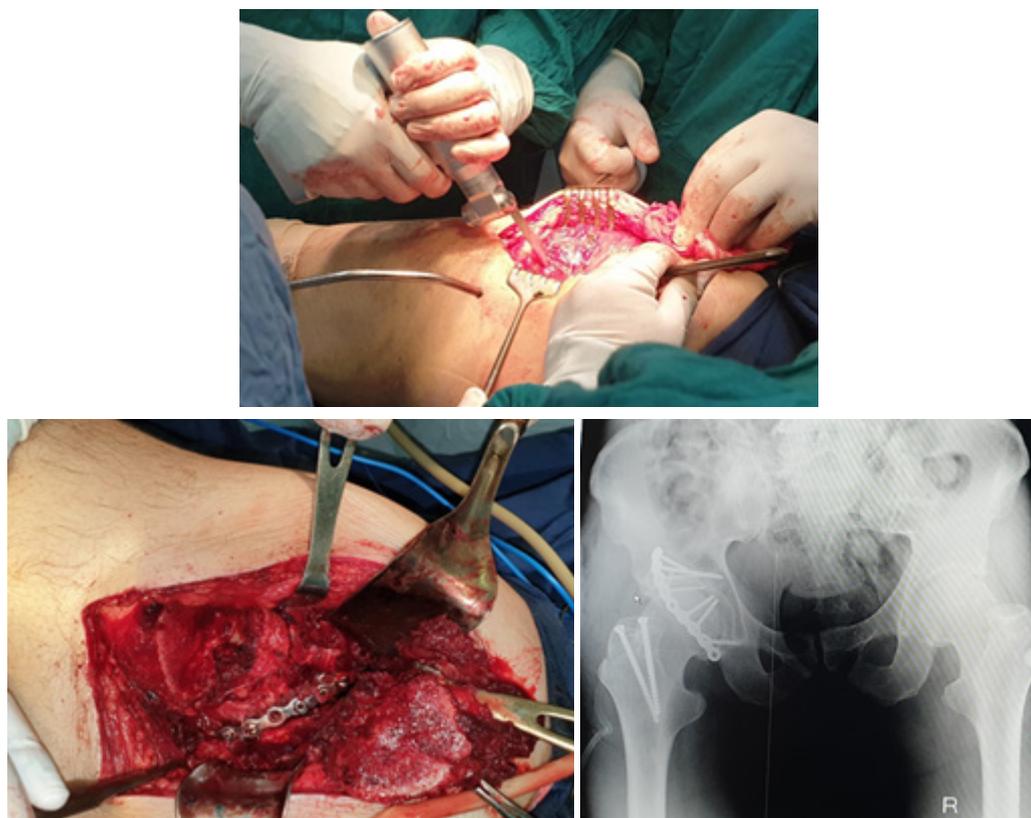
Рентгенограммы моментов операции и после остеосинтеза таза больного А, 56 лет
